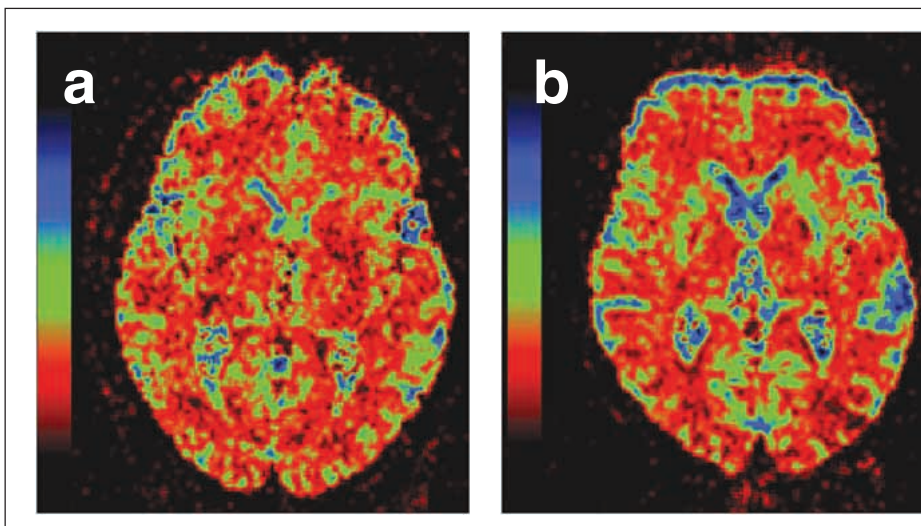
DWI (Diffusion weighted imaging) bei a) der Parkinson-Erkrankung und b) der MSA-P. Blau, grün, rot und schwarz repräsentieren abnehmende regionale ADC-(apparent diffusion coefficient-)Werte; es zeigt sich ein deutlich ausgeprägter Unterschied in den putaminalen ADC-Werten zwischen MSA-P (b) und PD (a).
